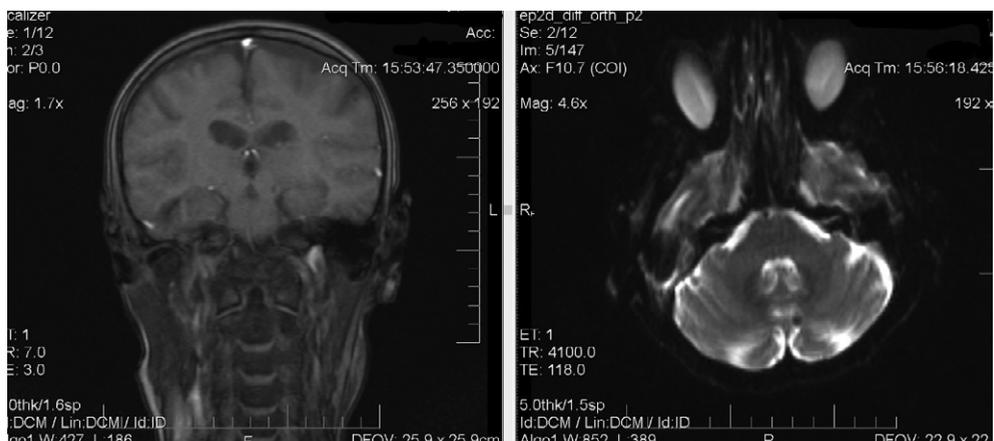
МРТ головного мозга с контрастированием пациентки Г. (21-е сутки в стационаре). Правосторонний мастоидит, состояние после антростомастидотомии. Церебральная микроангиопатия, умеренно выраженные диффузно-атрофические изменения головного мозга
